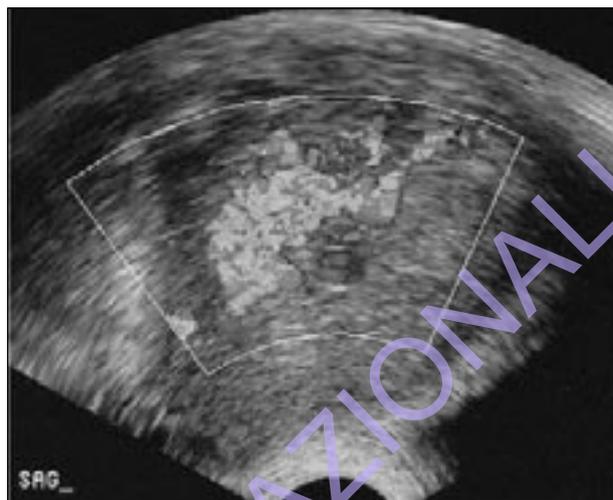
Architettura vascolare anomala della placenta analizzata con color-Doppler.
